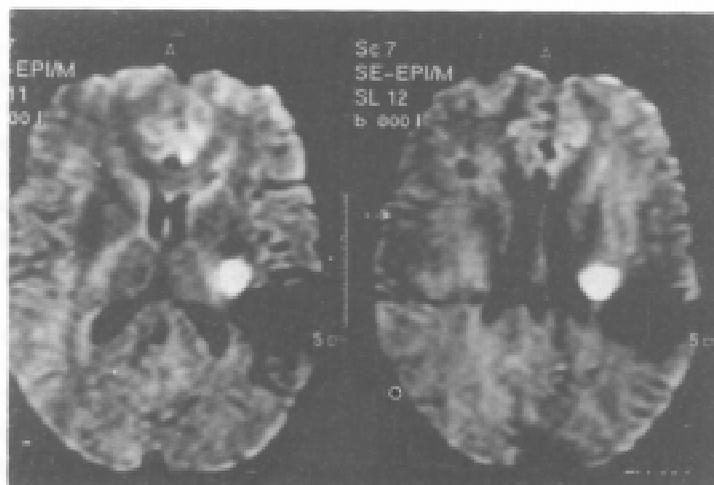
RM multimodal que muestra en secuencias de difusión, una lesión aguda (brillante) cápsulo-putaminal izquierda con extensión a la sustancia blanca paraventricular.
